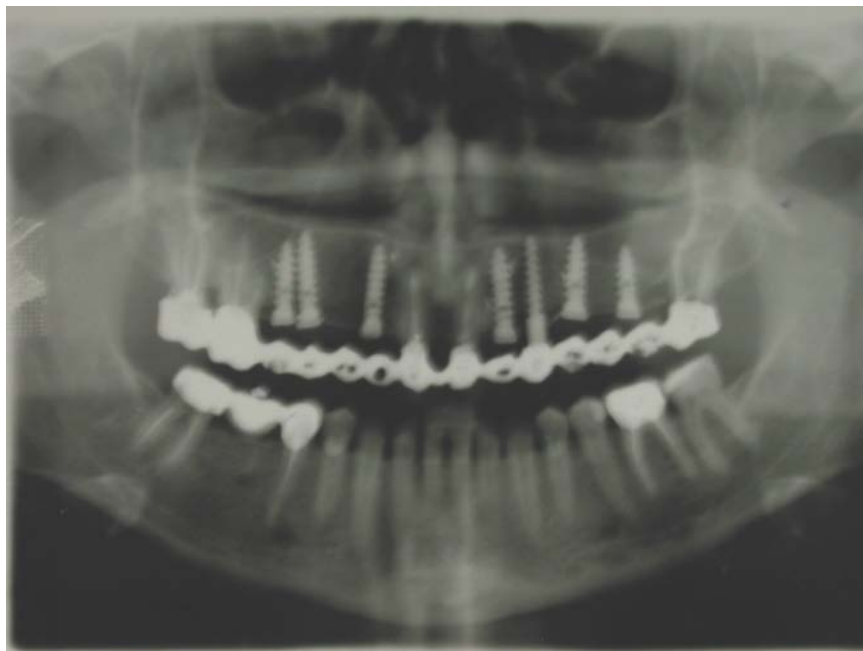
Рентгенограмма того же пациента после пластики альвеолярного отростка и поэтапной установки двухкомпонентных имплантатов.
